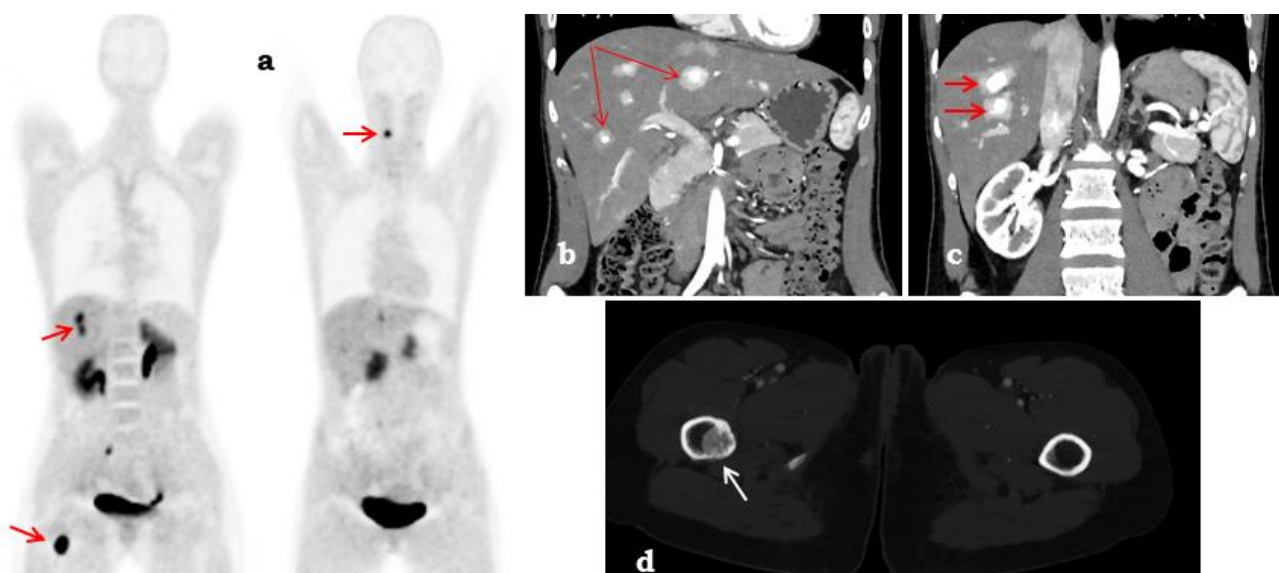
а – ПЭТ/КТ всего тела с ^{18}F -DOPA (стрелки указывают на метастазы каротидной параганглиомы в 4-ом шейном позвонке, печени и метафизе правой бедренной кости). b, c – метастазы каротидной параганглиомы в печени. d – метастаз каротидной параганглиомы в метафизе правой бедренной кости. b, c, d – КТ всего тела в позднюю артериальную фазу контрастирования.
